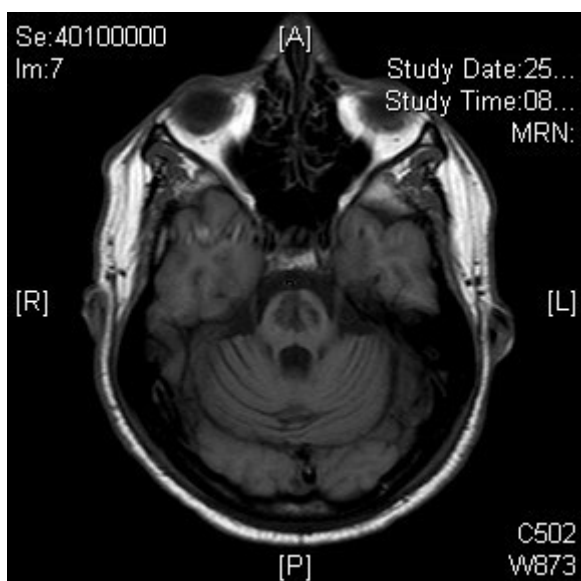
MRT des Schädels. T1-Gewichtung, transversal. Ausgedehntes Defektareal zentral im Pons mit liquoräquivalentem Signal (s. auch Abb. 31, 35, 37 und 38 im Anhang).
